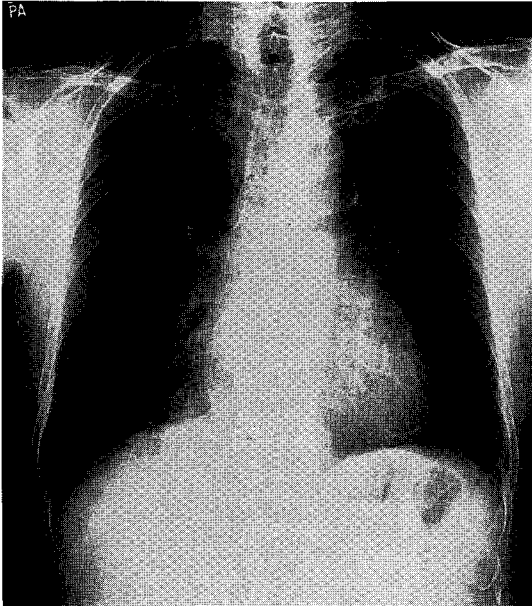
Chest radiograph showed marked improvement one year later.
